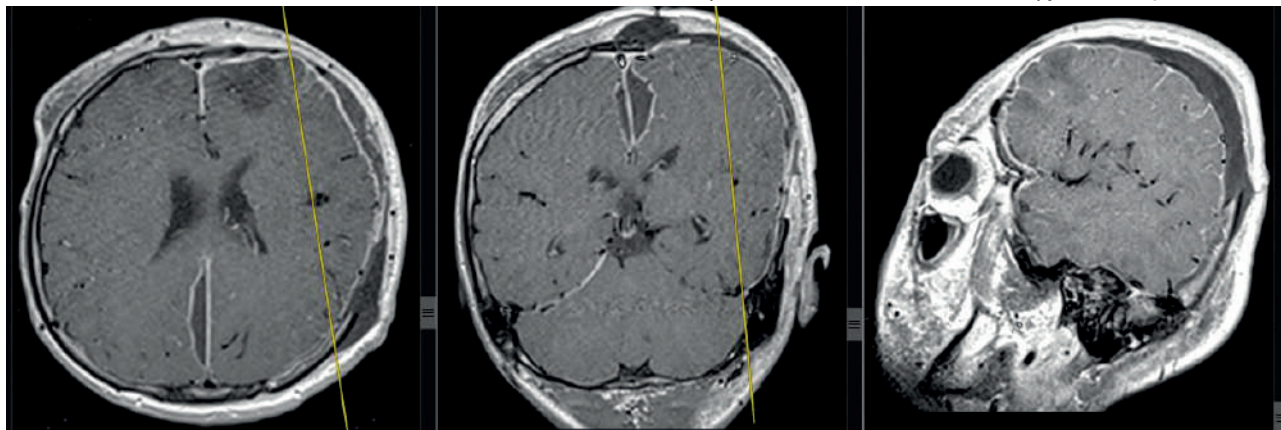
Послеоперационные МРТ-снимки пациента в T1 режиме
